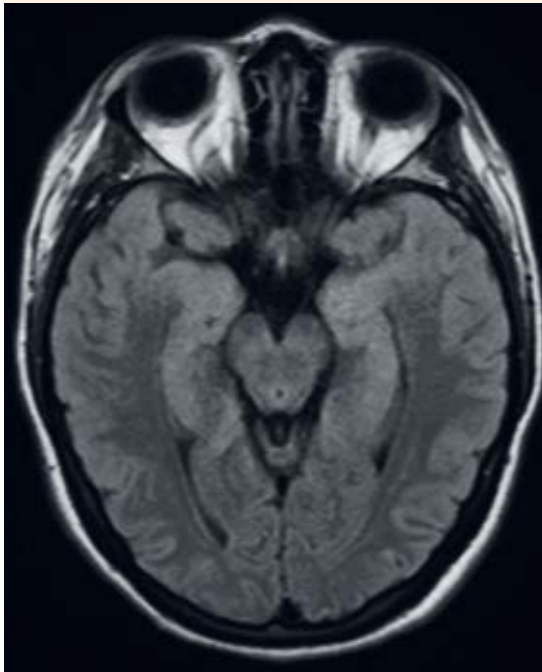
Resonancia magnética de cráneo en secuencia FLAIR. Aumento de intensidad en hipocampos y lóbulos temporales, bilateral y simétrica.
